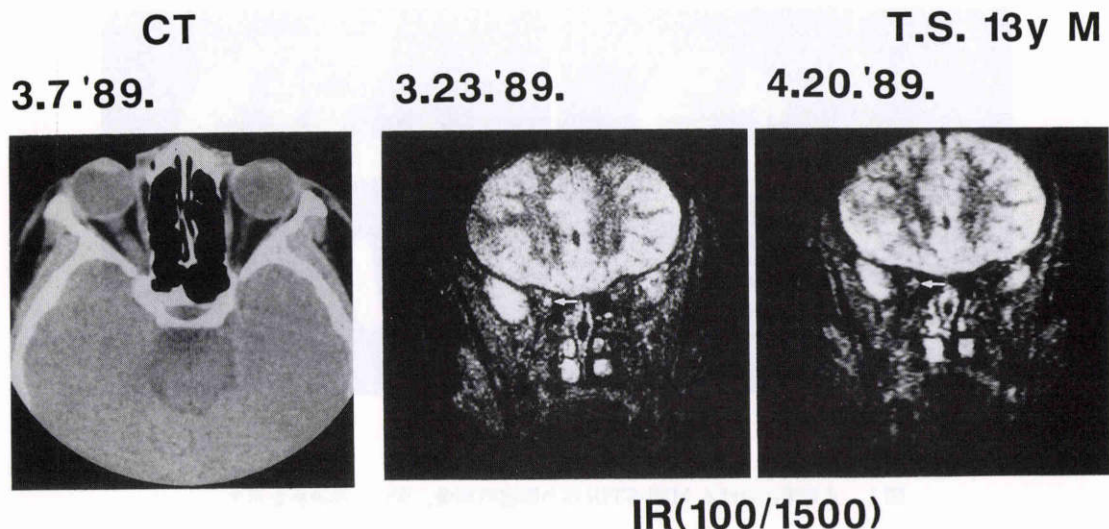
症例 T.S.における CT と MRI. 矢印は右視神経の高信号領域を示す.
